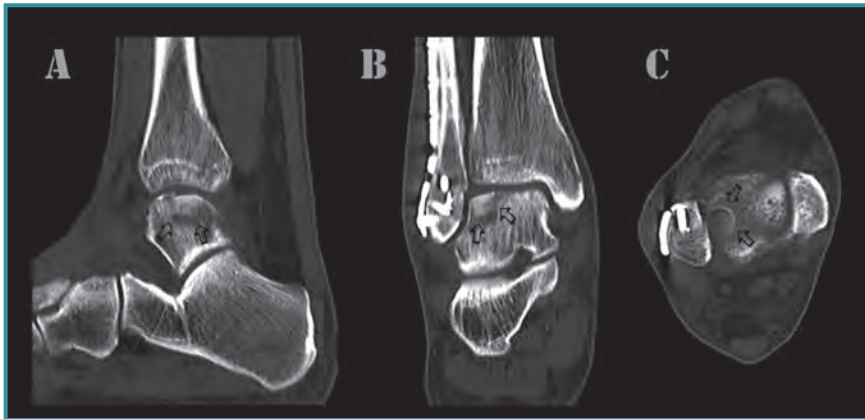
TC de control postoperatorio a las 7 semanas en el que se muestra el inicio de la osteointegración del injerto. A: corte sagital; B: corte coronal; C: corte axial.
